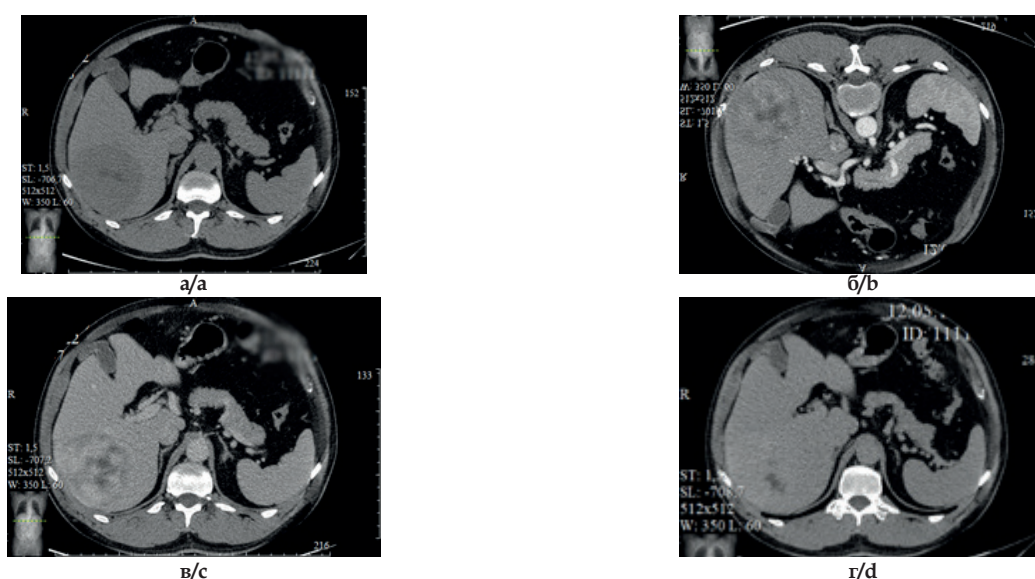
МСКТ-изображения органов брюшной полости с внутривенным болюсным контрастированием: а - нативная фаза, б - артериальная фаза, в - венозная фаза, г - отсроченная фаза исследования.
